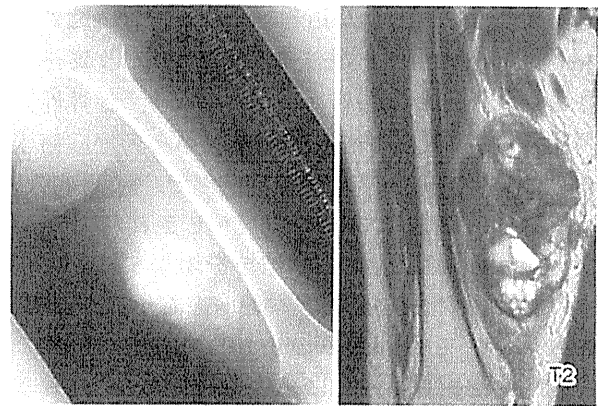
左大腿単純X線像およびMRI 術前化学療法施行後
